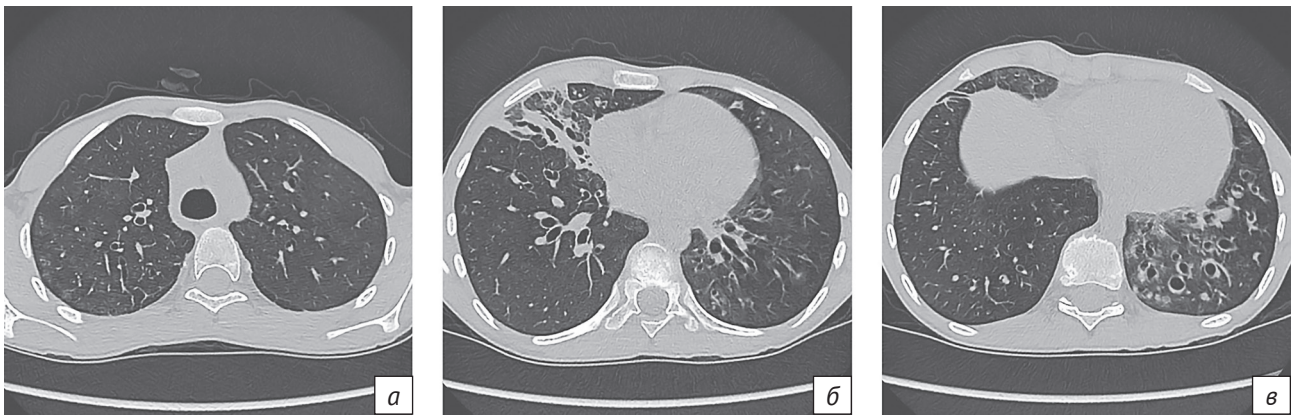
КТ грудной клетки в аксиальной проекции в режиме высокого разрешения (толщина среза 0,625 мм), легочное окно: *а* – диффузное снижение прозрачности легочной ткани по типу «матового стекла» с зонами перибронхиального уплотнения и очагами по типу «дерева в почках», преимущественно в верхней доле правого легкого; *б* – уплотнение легочной ткани средней доли правого легкого фиброзного характера с визуализацией на этом фоне деформированных и расширенных просветов бронхов; *в* – бронхоэктазы нижней доли левого легкого
